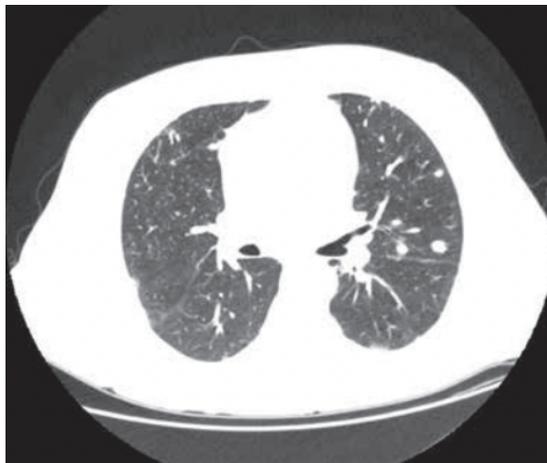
TC de tórax: metástasis pulmonares, afecto de carcinoma embrionario testicular.
